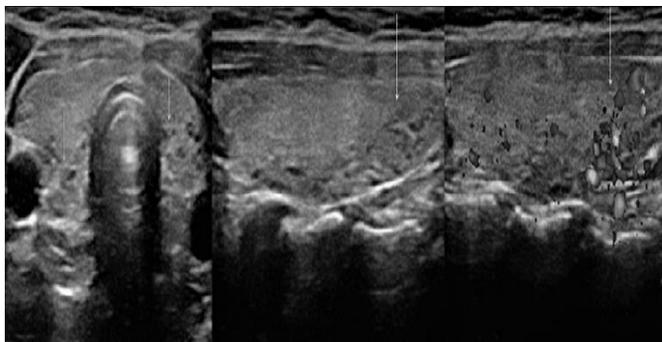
На УЗИ щитовидная железа нормальных размеров; в задненижних отделах обеих долей определяются гипозоногенные участки с нечетким контуром (стрелка); кровоток в аномальной зоне усилен. Заключение: локальный тиреоидит
